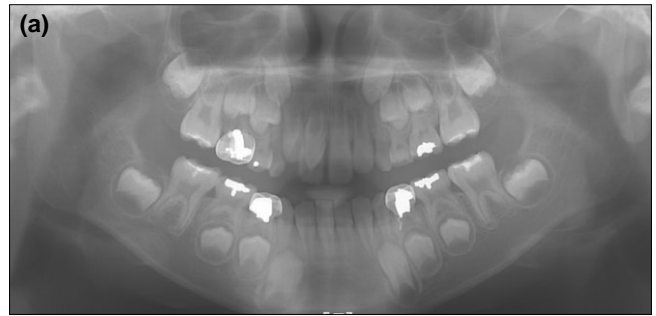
Initial radiograph. (a) Panoramic radiograph showed the concomitant occurrence of talon cusp and dens invaginatus in the right maxillary central incisor. (b) Periapical radiograph showed the immature right maxillary central incisor with dens invaginatus.
